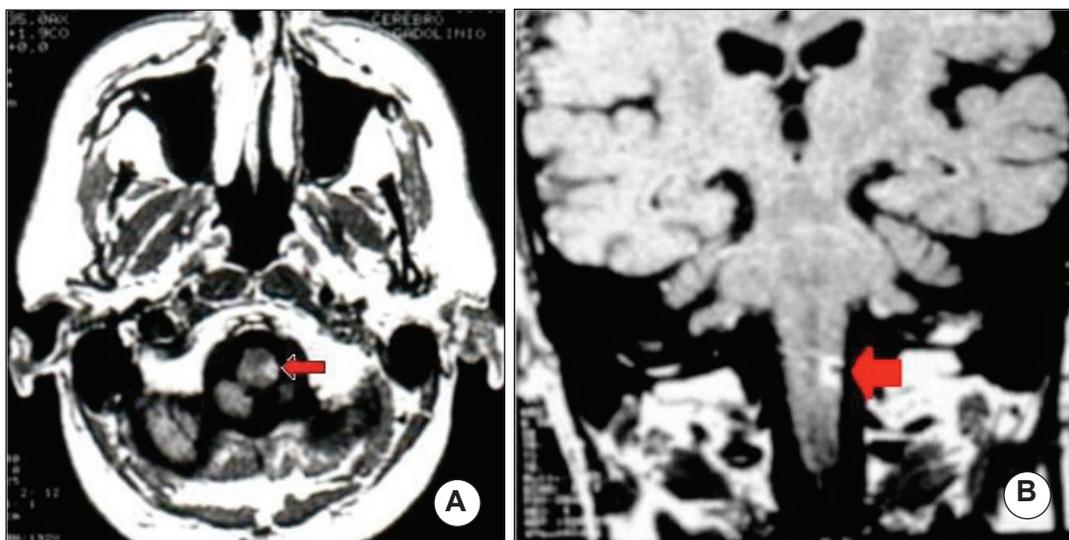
Resonancia magnética posoperatoria posterior a la realización de nucleotomía trigeminal estereotáctica. Las flechas indican la lesión por radiofrecuencia, completamente coincidente con el área del núcleo caudalis: A imagen axial. B imagen coronal.
